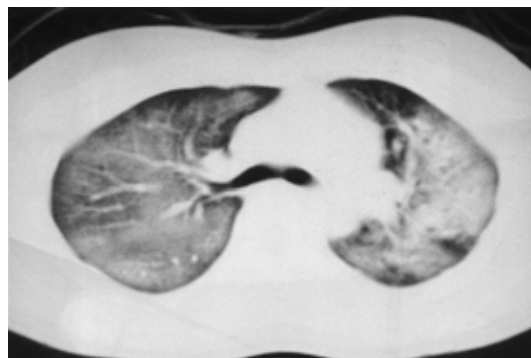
Lung CT scans demonstrating diffuse infiltration in both lungs.
